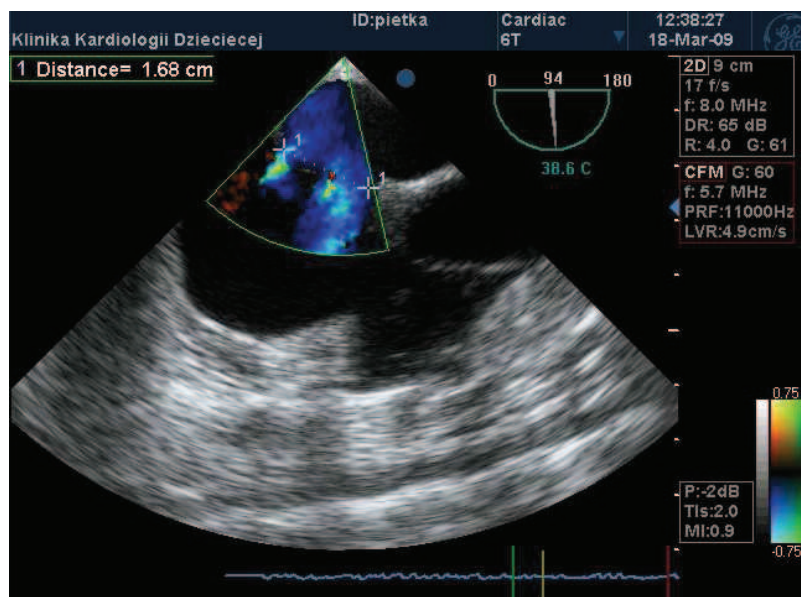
Badanie TEE. Oś krótka naczyniowa. Obrazowanie ubytku oraz przepływu w badaniu kolorowym Dopplerem.
